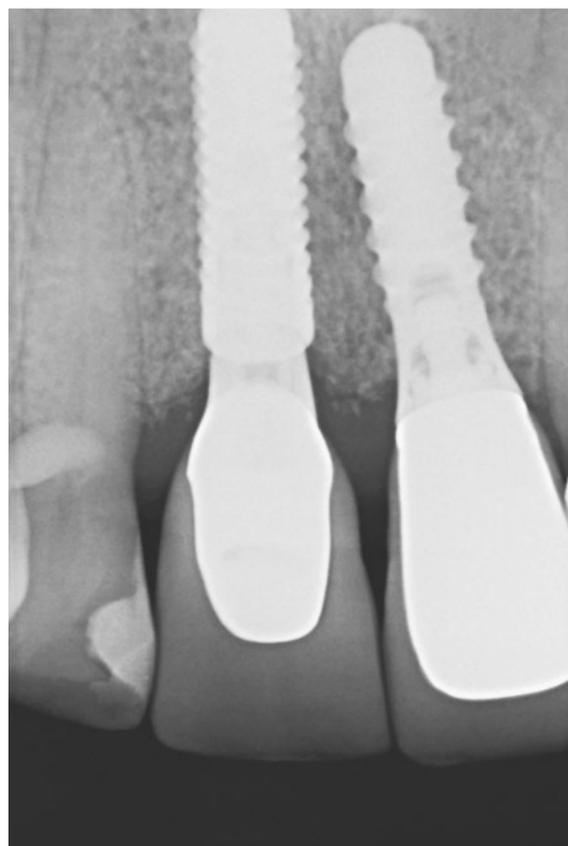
Kontrollröntgen der Krone in regio 11, die auf dem individuellen Hybridabutment direkt im Mund verklebt worden war.
